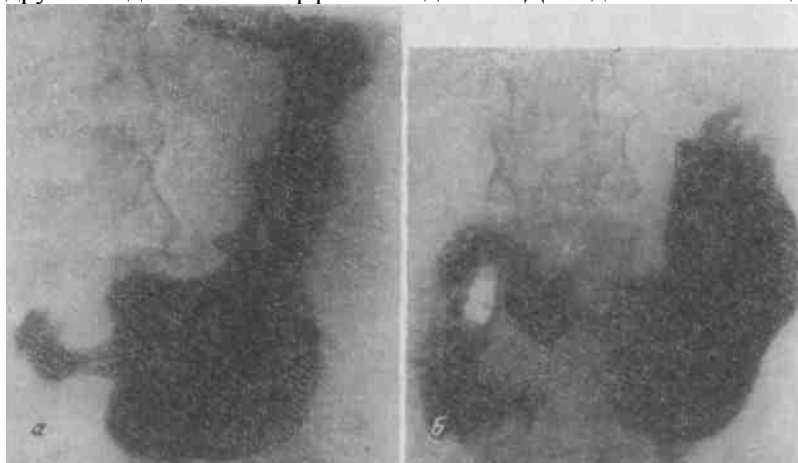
Рентгенограмма желудка больного Д-ва.
